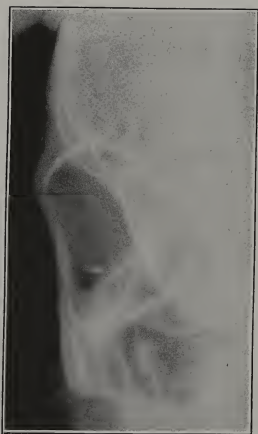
Radiographie de l'œil en position oblique.
